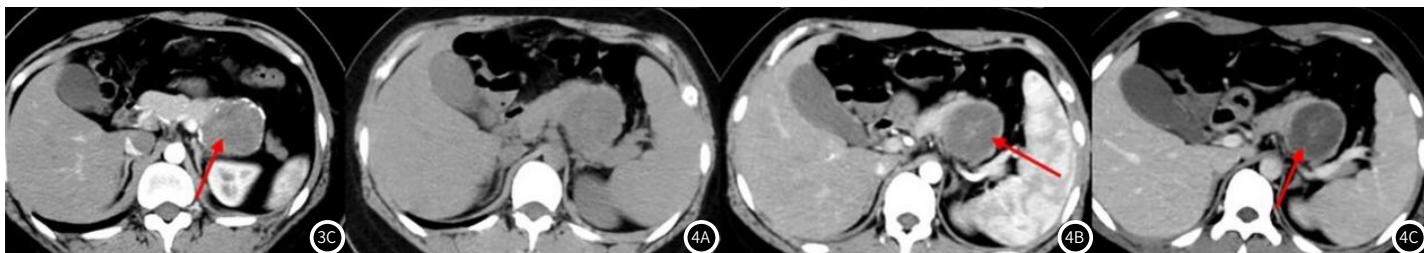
图4C 胰尾SPN, 女性, 21岁。CT增强扫描肿瘤内见浮云征(红箭)及强化包膜。
